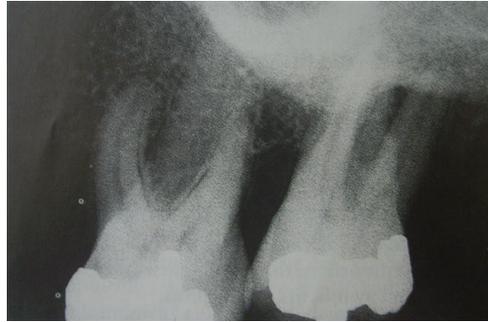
Radiografía de los molares superiores izquierdos, donde se observa una radiolucidez periapical del diente No. 27.³⁵
